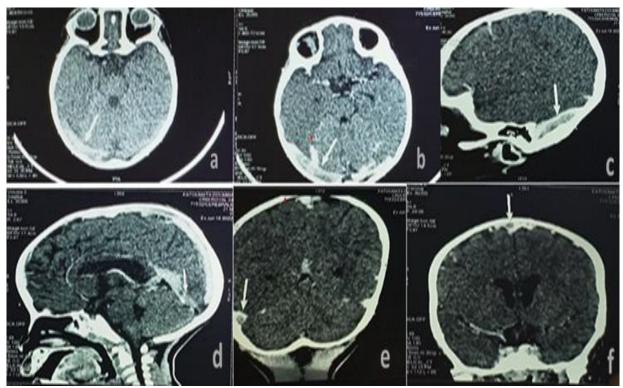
TDM crânio-encéphalique en fénêtre parenchymateuse, en coupes axiales (a,b), reconstructions sagittales (c,d) et coronales (e,f) après injection IV de produit de contraste montrant des images lacunaires (thrombus) du sinus transverse droit, de la confluence des sinus, du sinus droit et du sinus sagittal supérieur.
